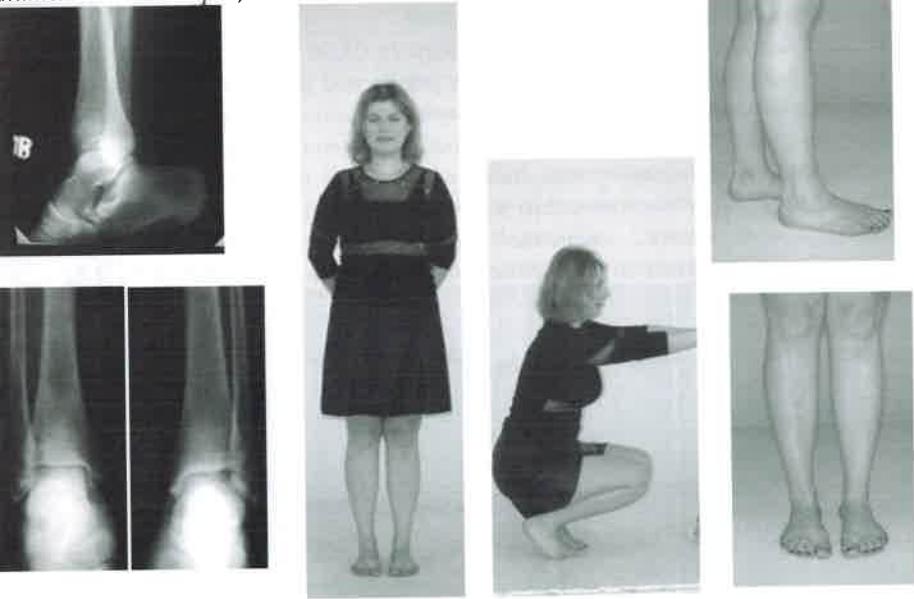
Фото и рентгенограммы б-ной И. через 6 лет после травмы
